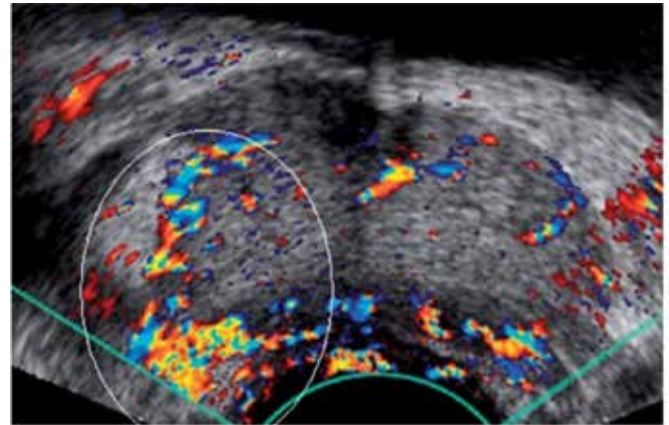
Ecografía transrectal de próstata con mapeo Doppler color que muestra una señal aumentada (elipse) en una zona altamente sospechosa ⁷.
